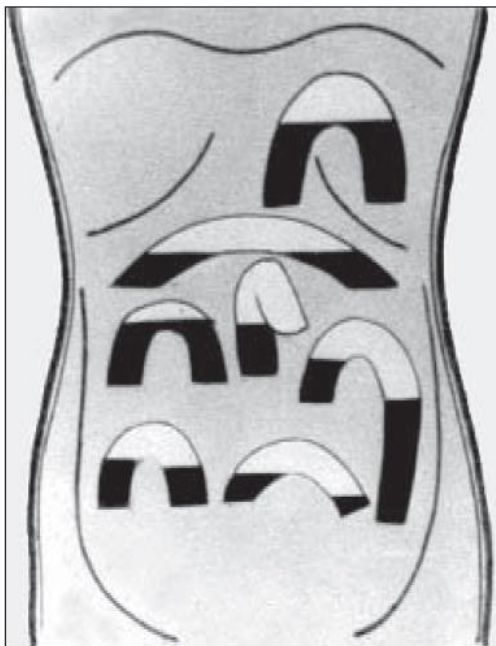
Непрохідність кишечника (рентгенограма).
